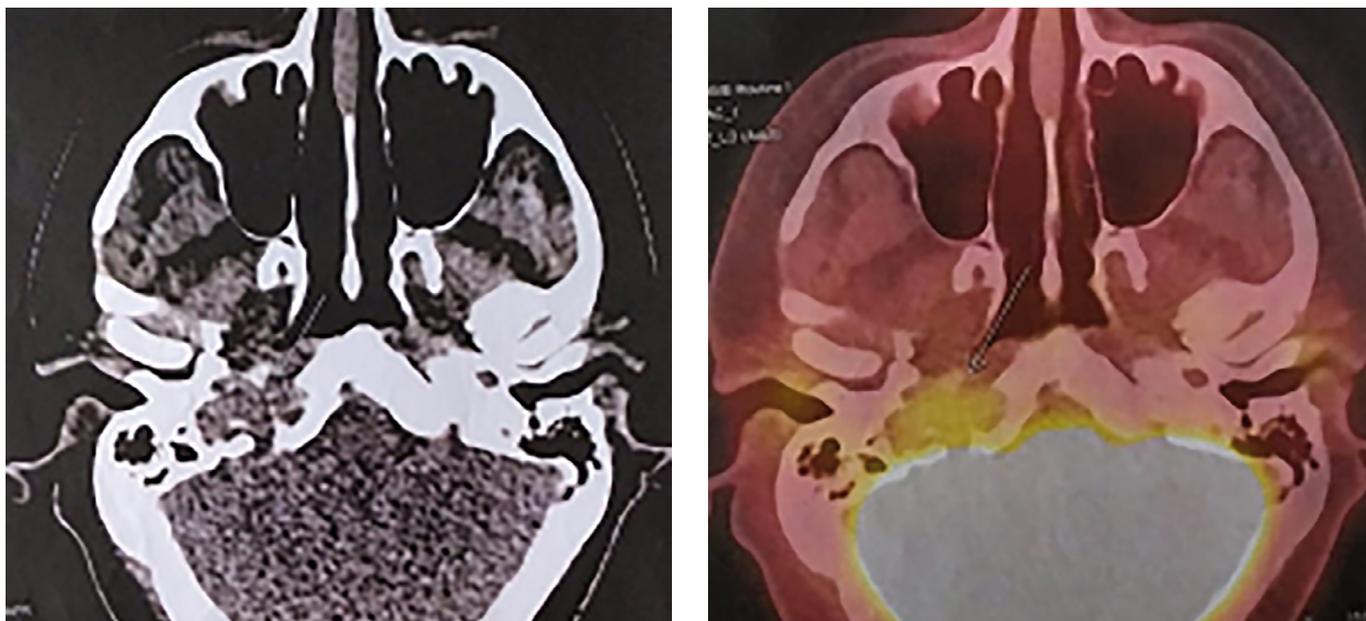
На серии ПЭТ/КТ выявляются очаги патологического накопления ^{18}F -ФДГ: в большом крыле клиновидной кости справа с макс SUV 4,85, по КТ — мягкотканное образование, деструктирующее клиновидную кость и прилегающие участки скаты и пирамиды правой височной кости с образованием внекостного компонента, распространяющегося интракраниально и дистально по ходу внутренней сонной артерии до уровня C1, размерами около 2,8x1,5 см (указано стрелкой).
